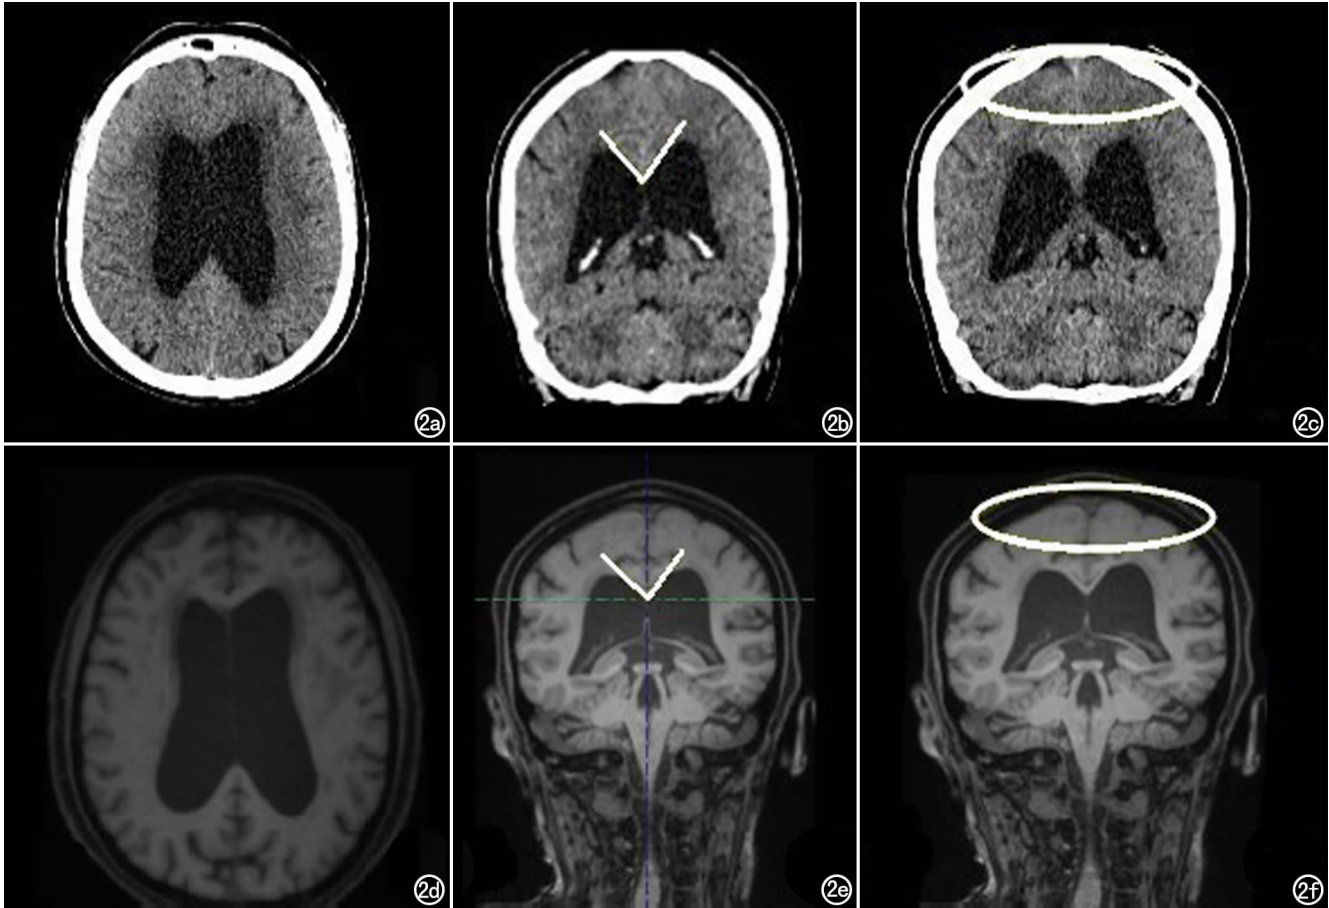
女,76 岁,iNPH。a~c 为 CT 扫描图像;d~f 为 MR 扫描图像;a)CT 可见侧脑室扩张;b)CT 上测得 CA 为  $71^{\circ}$ ;c)CT 上可见大脑凸面的脑组织受挤压;d)MR 可见侧脑室扩张;e)MR 上 CA 为  $68^{\circ}$ ;f)MR 图像上可见大脑凸面的脑组织受挤压。
